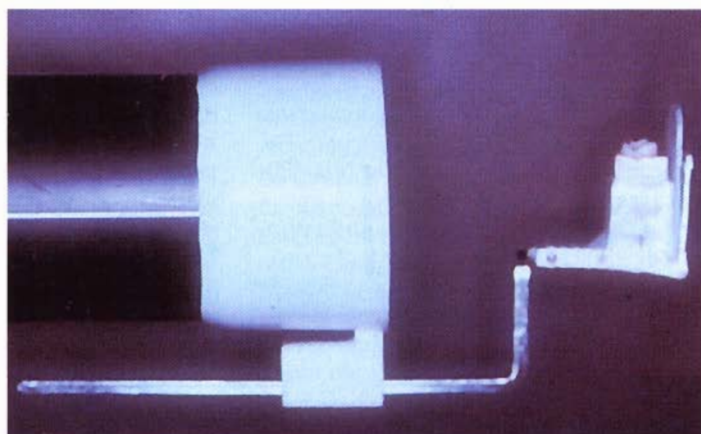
Si rappresenta la staffa utilizzata per standardizzare le radiografie.
